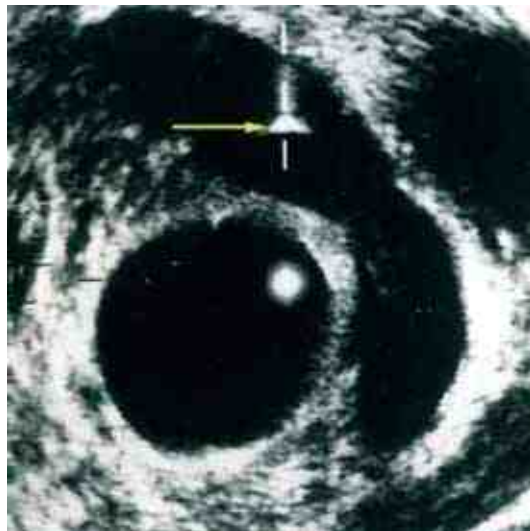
Сканограмма пункции семенного пузыря при обструктивном везикулите под контролем ТРУЗИ. Яркая точка в просвете семенного пузыря (стрелка) пункционная игла
